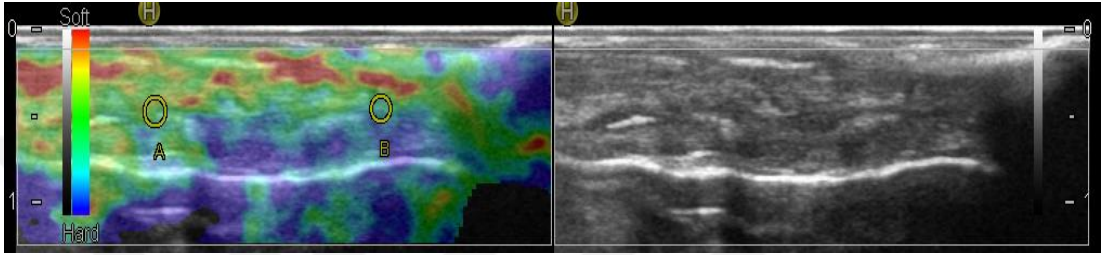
%75 SVF- %25 KİK karışımı uygulanmış aşil tendonu a) 1.Ay ve b) 2.Ay elastosonografik görüntüsü.
